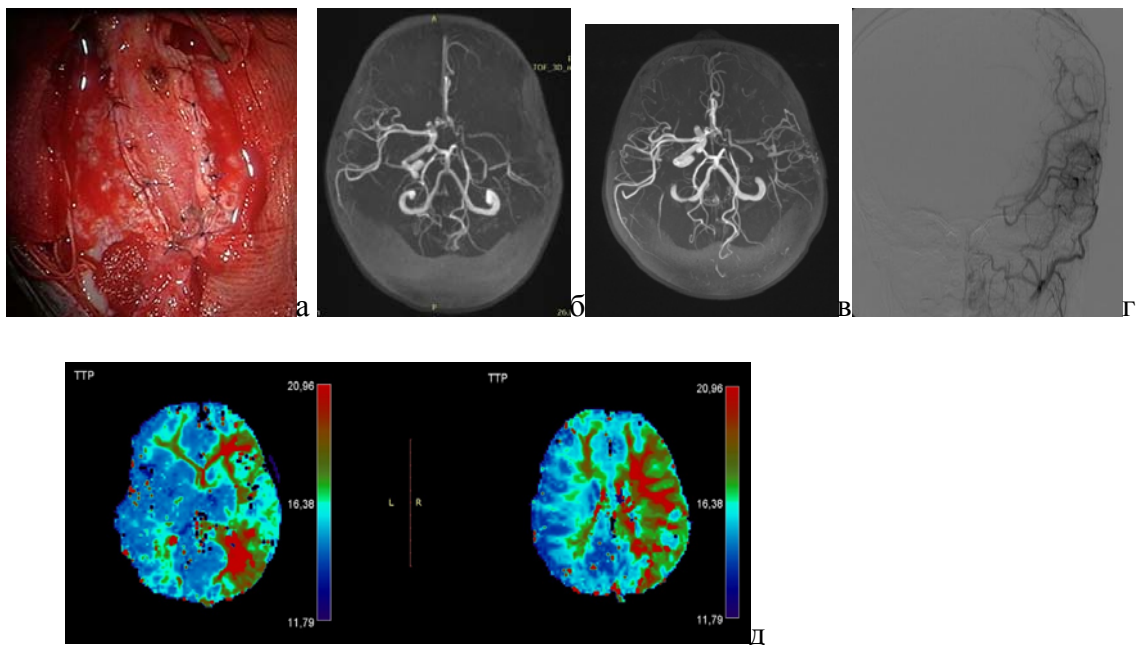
Больная Л., ИБ № 2930 – 2014. Диагноз: болезнь моя-моя. а) Интраоперационная фотография: артерио-апоневротический фрагмент фиксирован к краям твёрдой мозговой оболочки. б) МР ангиография до и в) после операции: в левых височной и теменной долях усилился сосудистый рисунок, визуализирован анастомоз. г) ЦАГ левой НСА: заполнение корковых ветвей через ПВА (Matsushima A). д) МР перфузионные карты времени достижения максимальной концентрации контраста (МТТ) до операции.
